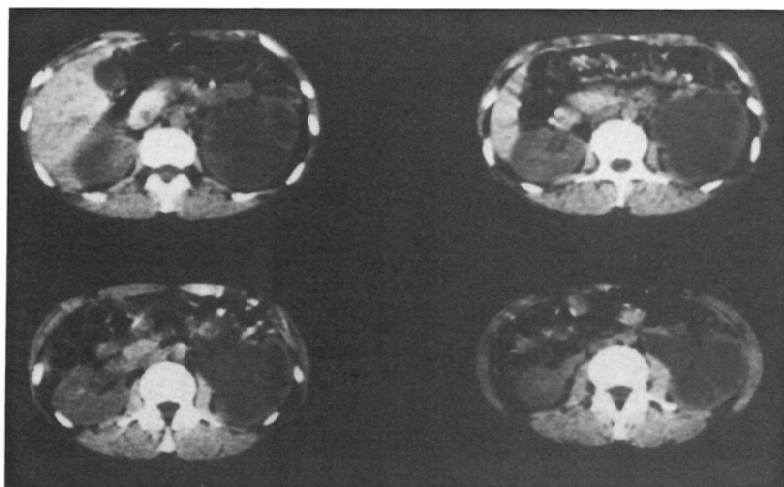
Transverse images (X-ray CT) of case 3
